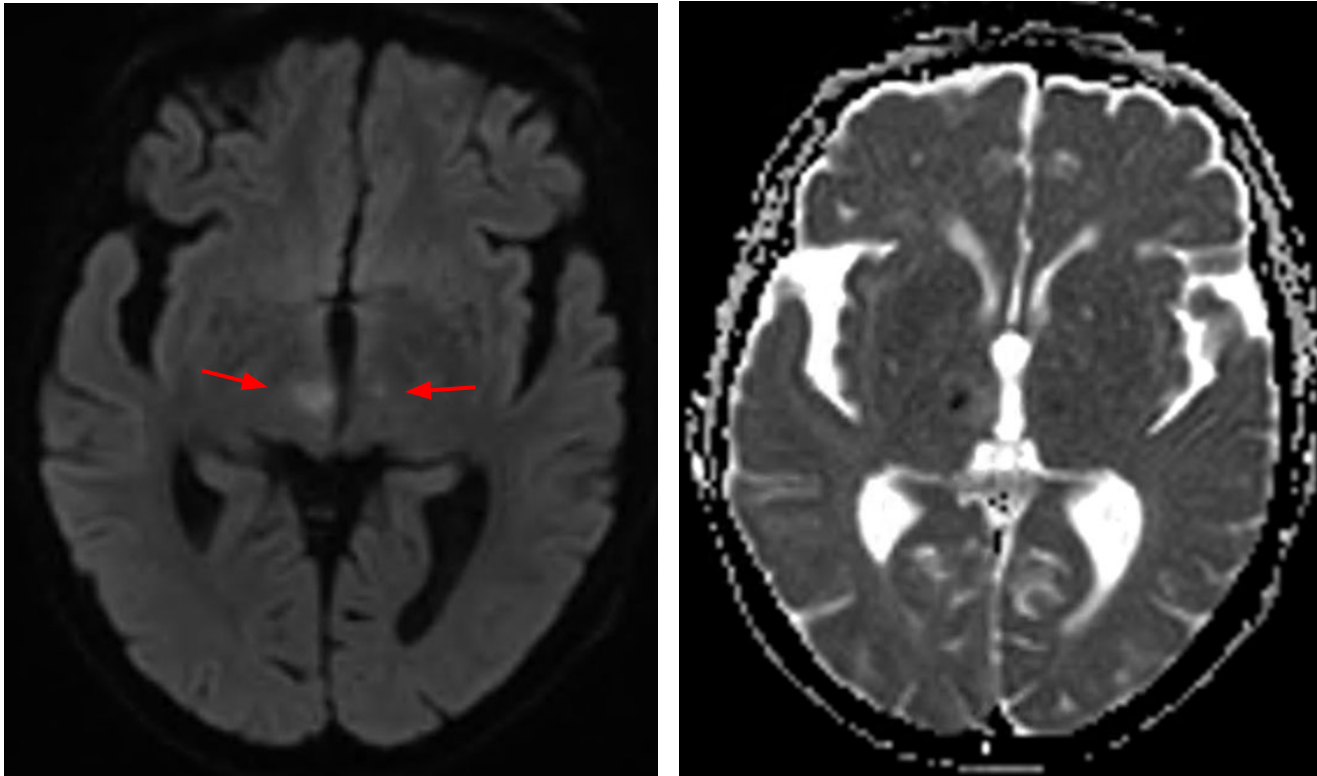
(continuación de figura 2). Se realiza RM cerebral 2 semanas más tarde.
